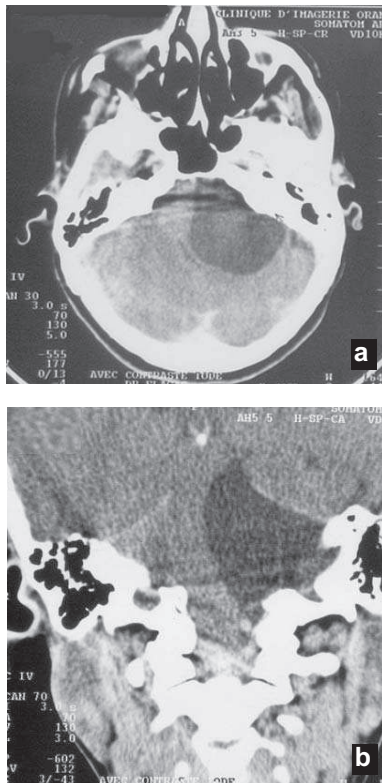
TDM cérébrale en coupe axiale (a) et en coupe coronale (b) : lésion hypodense de l'APC gauche
